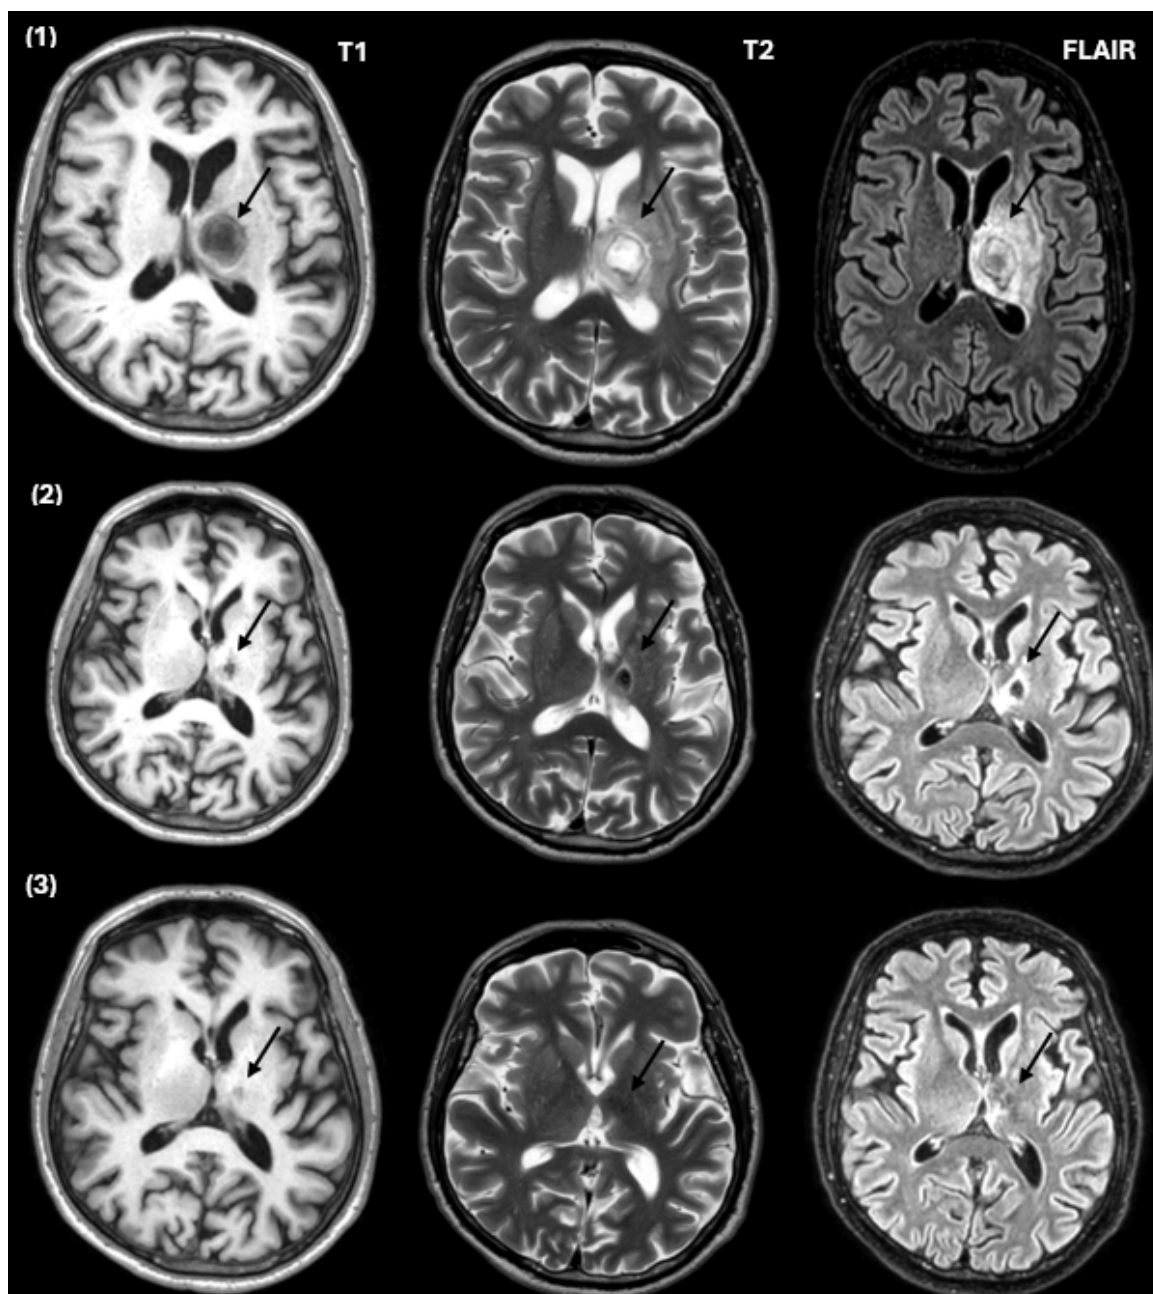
Ressonância magnética cranioencefálica com contraste (sequências T1, T2 e FLAIR) em três momentos evolutivos: (1) Após início da terapêutica, evidenciando lesão talamocapsular esquerda bem delimitada, compatível com abcesso, com realce periférico pós-contraste (→). (2) À data de alta hospitalar, observando-se redução significativa das dimensões da lesão e do efeito de massa associado (→). (3) Em avaliação ambulatória pós-alta, sem evidência de realce patológico após contraste, observando-se apenas pequeno foco infracentimétrico no tálamo esquerdo, com hipossinal em T2, compatível com alteração sequelar, sem sinais imagiológicos de doença ativa (→).
